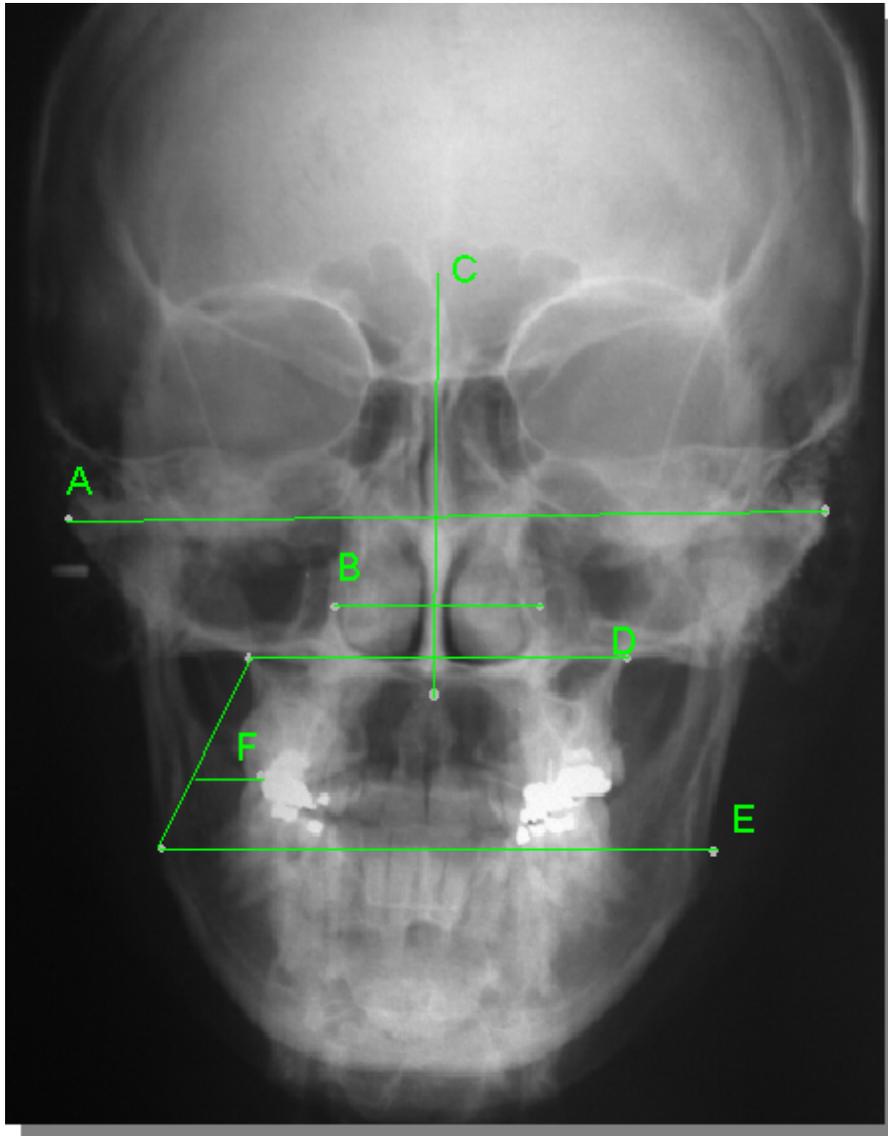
Exame cefalométrico por telerradiografia frontal:
